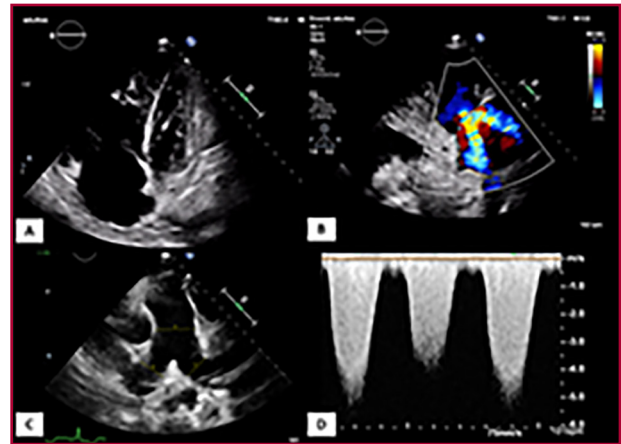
Ecocardiograma transtorácico al ingreso. Planos apical 4 cámaras (A), paraesternal eje largo modificado sobre VD (B), paraesternal eje corto a nivel de grandes vasos (C) y Doppler continuo sobre flujo de insuficiencia tricuspídea (D). En (A) se aprecia dilatación y disfunción grave del VD, con insuficiencia tricuspídea grave funcional (B). Dilatación de la arteria pulmonar (C). El gradiente VD-AD de la insuficiencia tricuspídea por Doppler es de 120 mmHg (D), sugestivo de HTP grave. AD: aurícula derecha; HTP: hipertensión pulmonar; VD: ventrículo derecho
